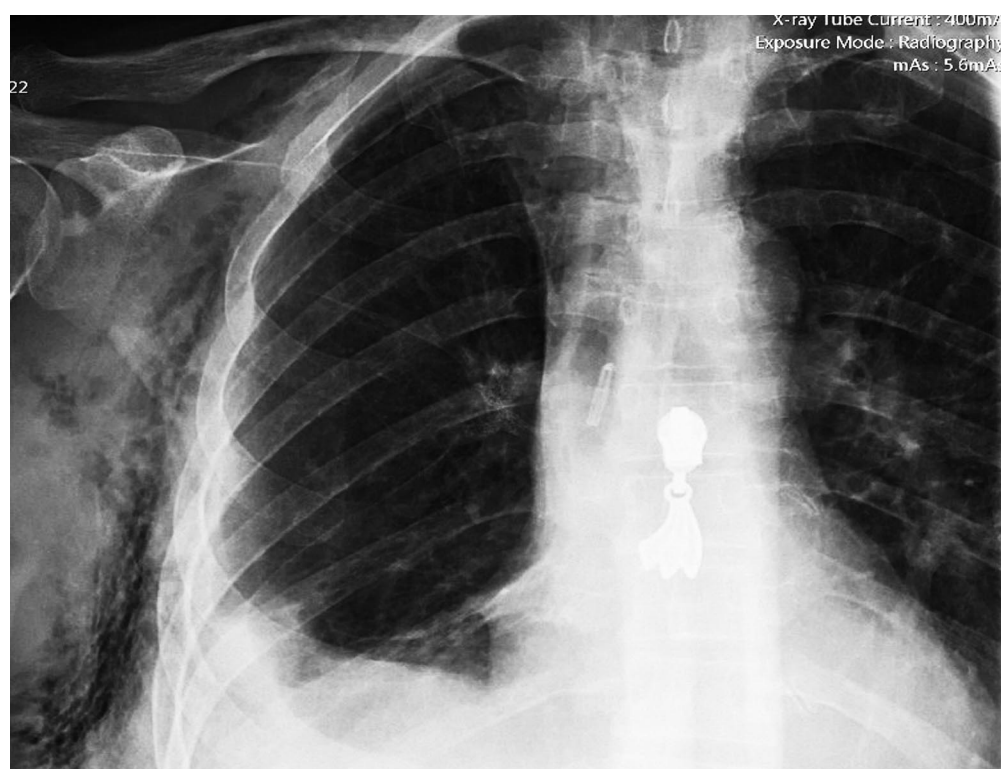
Контрольная рентгенография перед выпиской
